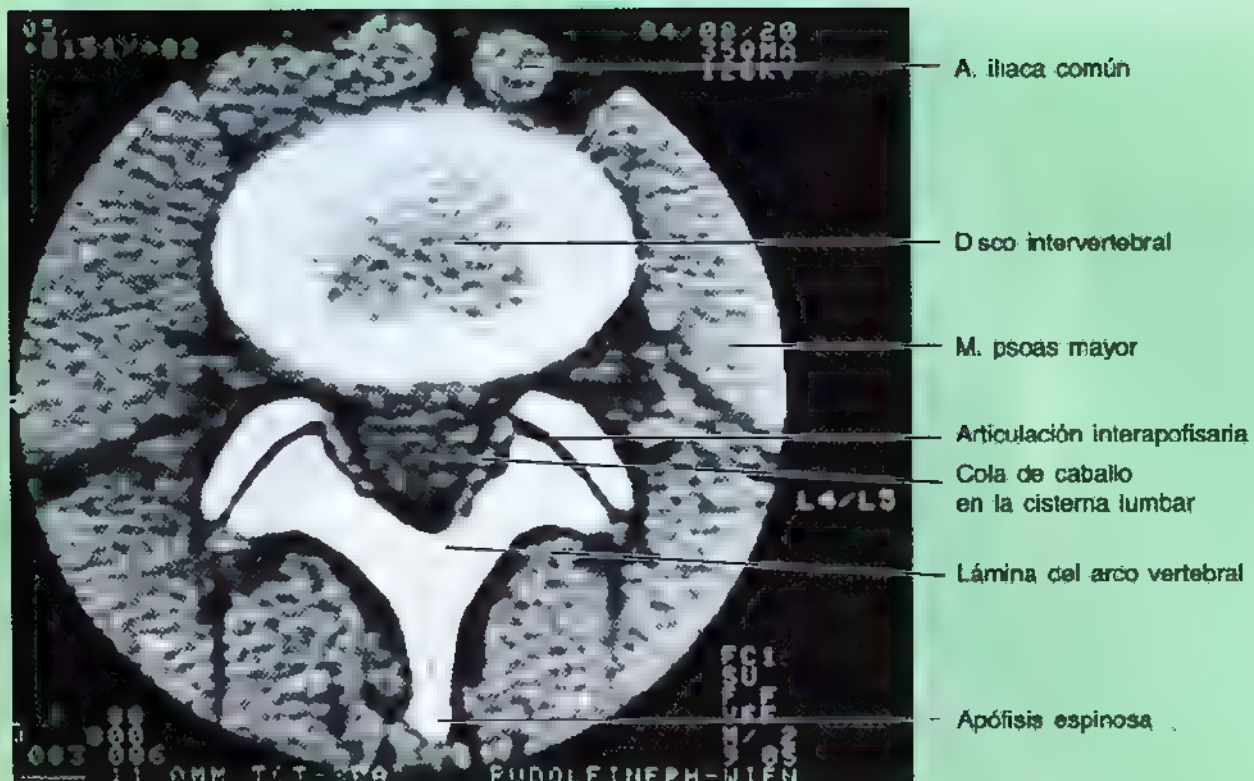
Imagen transversa de TC del disco intervertebral L4/L5. Obsérvese la cola de caballo, el haz de raíces del nervio espinal que surge del engrosamiento lumbosacro y el cono medular de la médula espinal, que discurren por la cisterna lumbar dentro del conducto vertebral (espinal)
